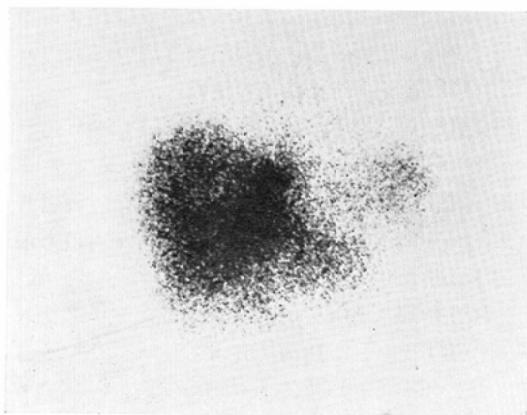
Case 3 Metastasis and cyst. scintigraphy shows space occupying lesions in the both lobes.
